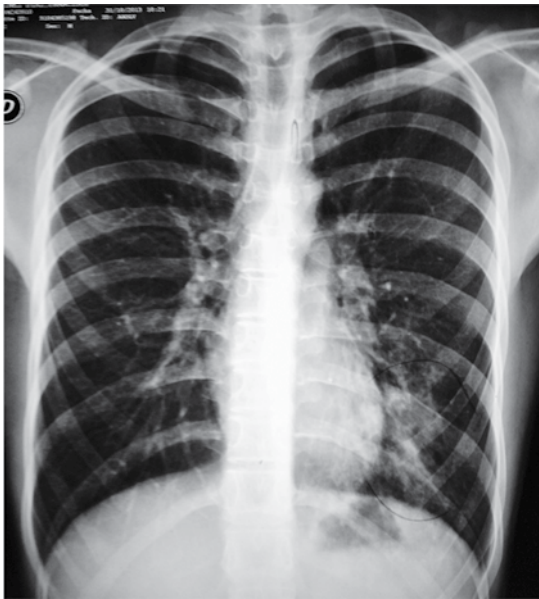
Telerradiografía de tórax con infiltrado basal izquierdo.
